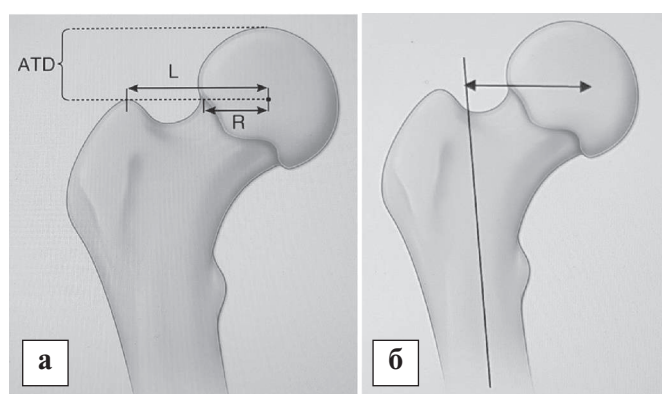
Рентгенометричні показники ПВС в нормі: а – відстань (L) від верхівки великого вертела до центра головки стегнової кістки в 2 рази перевищує радіус головки ($L=2 \times R$), артикуло-трохантерна дистанція (АТД) складає від 10 до 25 мм; б – верхівка великого вертела на рівні або трохи дистальніше центра головки стегнової кістки, латеральний офсет кульшового суглоба показаний двобічною стрілкою.
